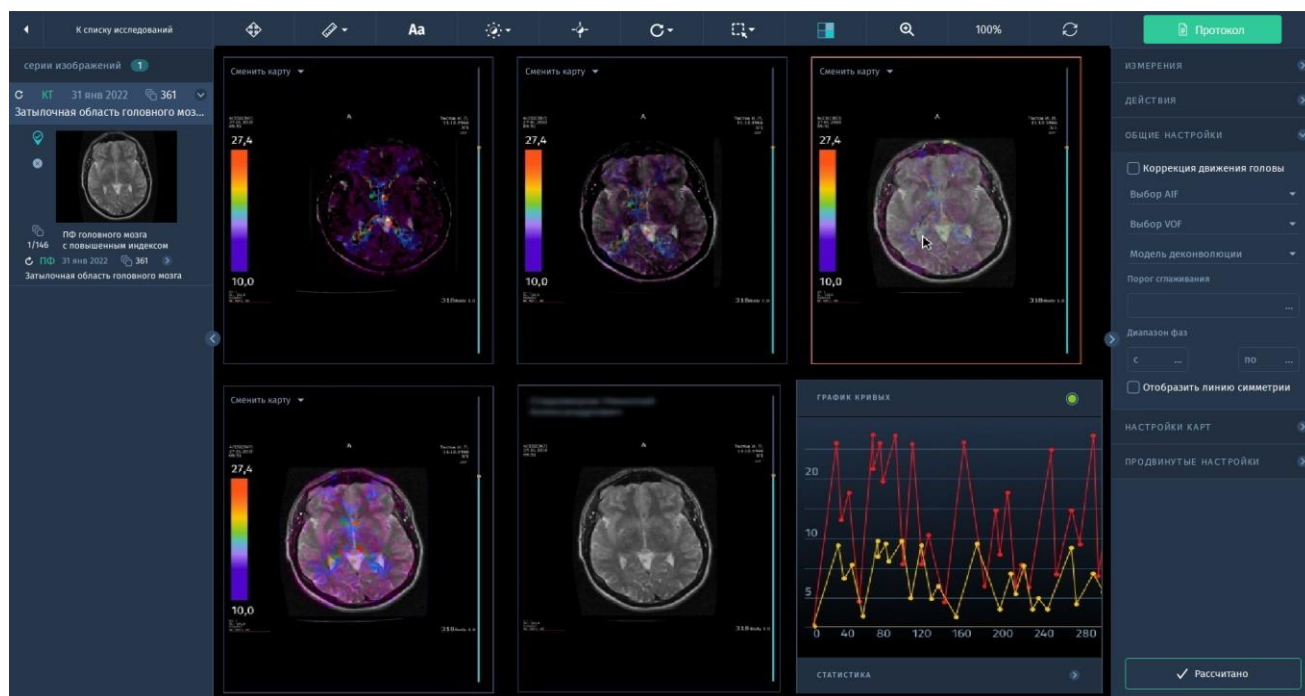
Интерфейс окна “Viewer” с результатами расчета перфузионных карт.
